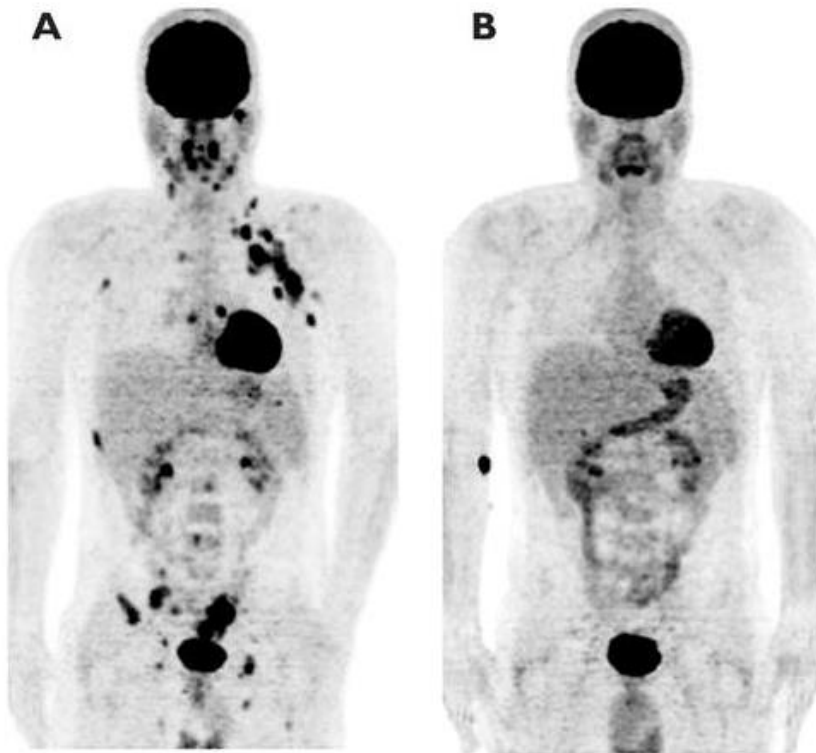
Exemple de TEP au [¹⁸F]-FDG chez un patient atteint d'un lymphome non hodgkinien, avant (A) et après traitement (B). L'accumulation physiologique du MRP est visible au niveau de la vessie, du cœur et du cerveau.
